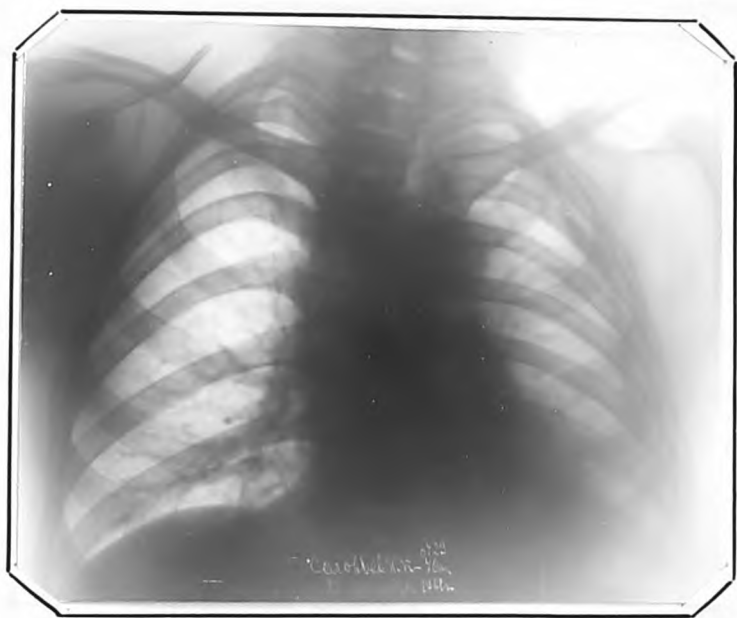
Рентгенограмма г.С., от 21.1X.1961 г. через 11 лет после прекращения пневмоторакса. Пирроз левого легкого.
